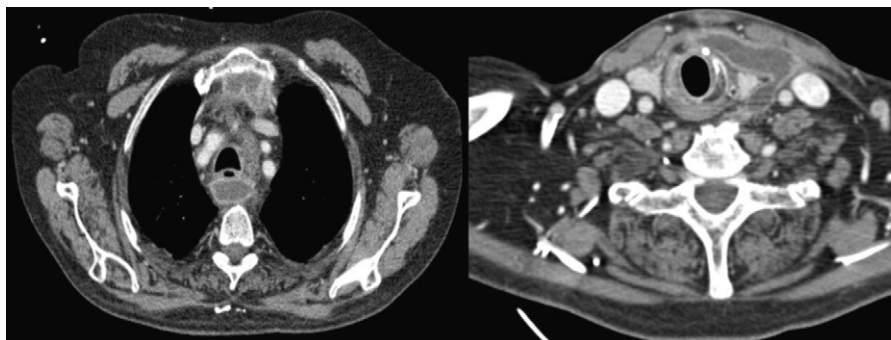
Tomografía computarizada prequirúrgica. Abscesos cervicomedialstínicos.
